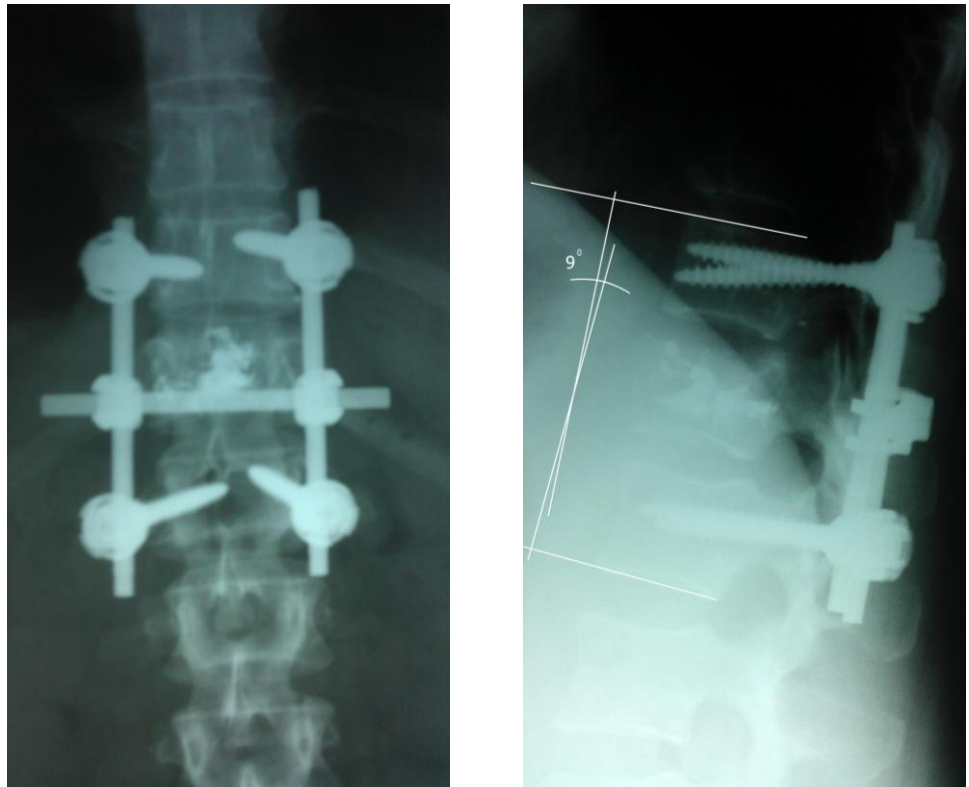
Больная Б., 44 лет, история болезни № 79472 фотоотпечатки с контрольных рентгенограмм груднопоясничного отдела позвоночника после операции: ось позвоночника восстановлена, фиксация стабильна, восстановлена геометрия поврежденного тела позвонка. На боковой проекции отмечена коррекция угла деформации (рисунок 5.1).
